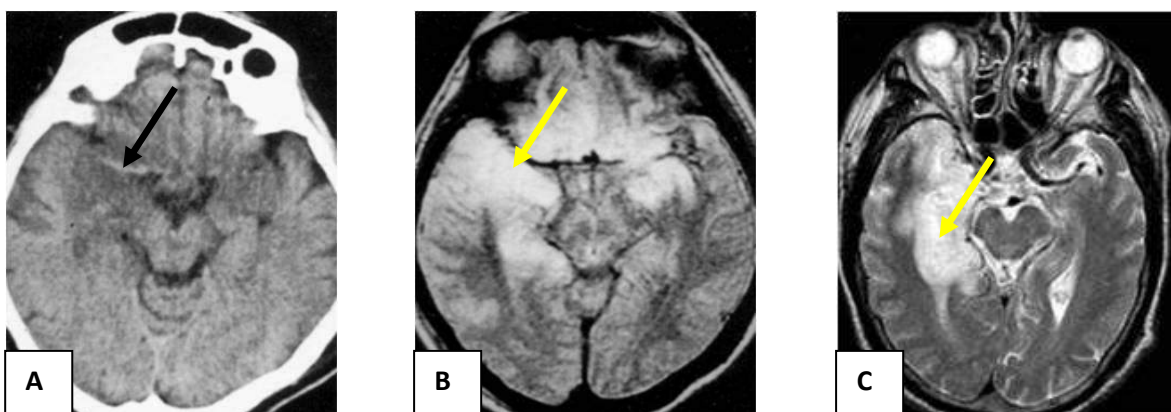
/. En A coupe TDM montrant une hypodensité temporale (flèche noire). En B et C coupes axiales IRM en FLAIR montrant des plages hyper intenses dans la région temporale (flèches jaunes)
